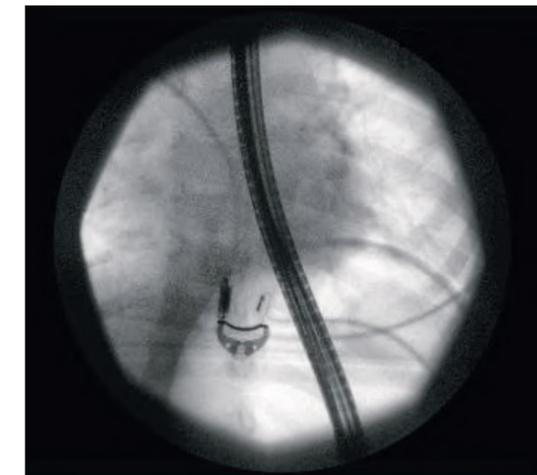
Рентгеноскопическое изображение, показывающее правильное введение дуоденоскопа в желудок пациента.
